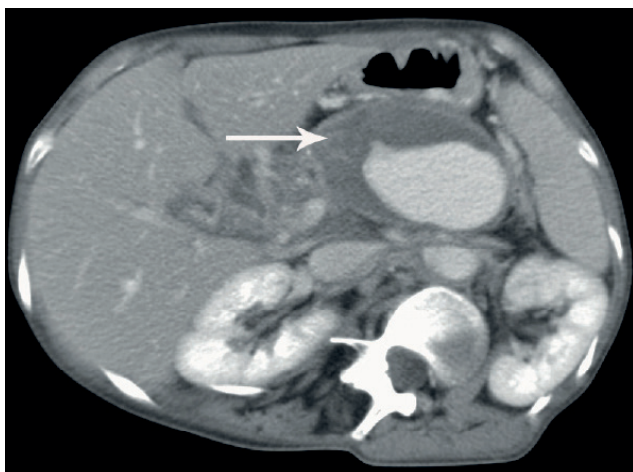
КТ, венозная фаза. Стрелкой указана тромботическая чаша ЛА селезеночной артерии 1 типа.
